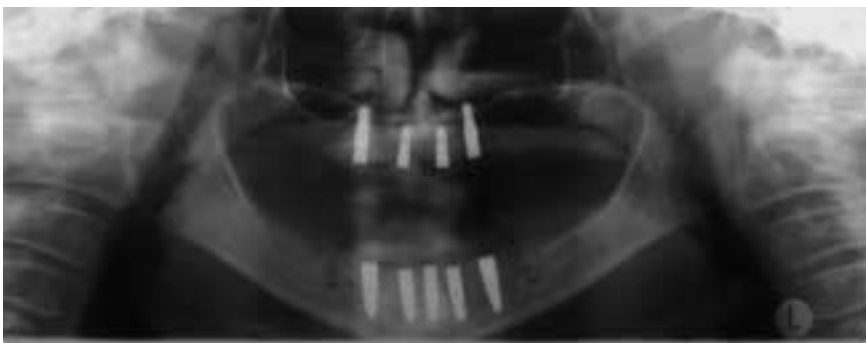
Kontrollröntgenbild nach Implantation
